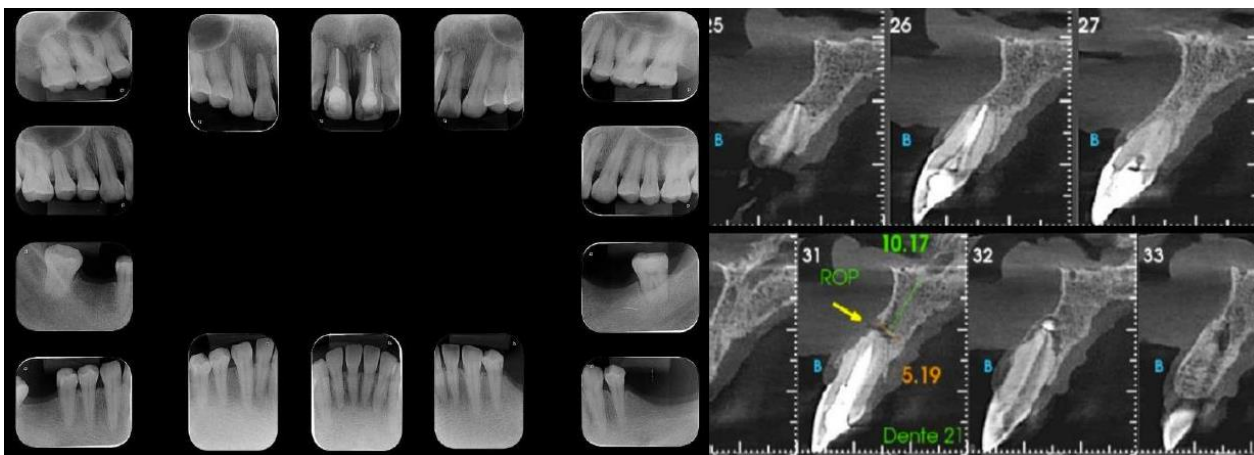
Periapical boca toda e tomografia da região evidenciando perda óssea severa anterior.
